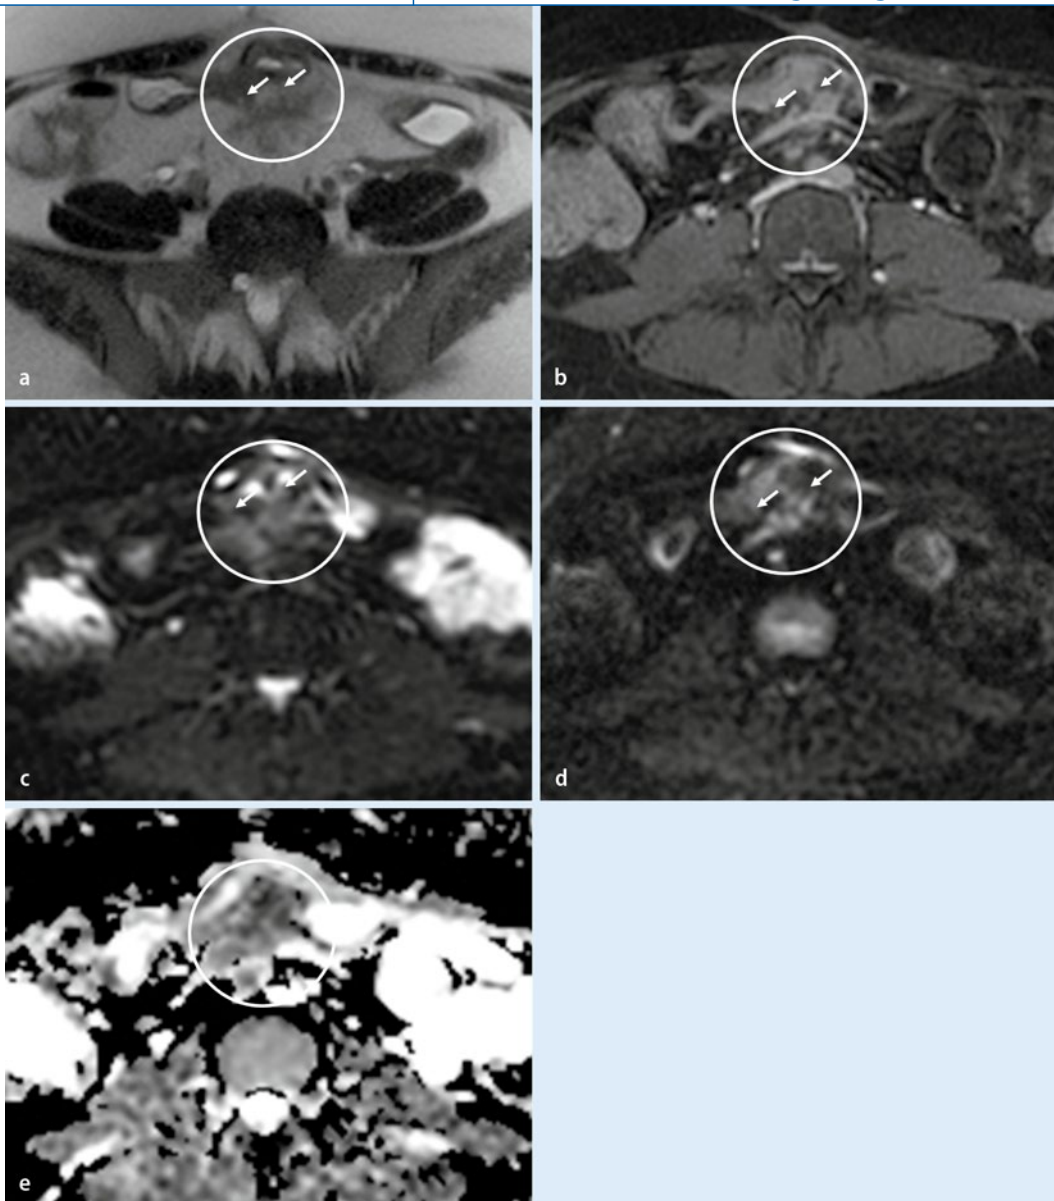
◀ MRT einer Patientin mit fistelndem, akutentzündlichem Morbus Crohn, T2-gewichtete SSFSE-Sequenz (a) ohne Fettsättigung. Akutentzündlich veränderte Dünndarmschlingen mit Wandverdickung (Kreis), Imbibierung des Fettgewebes und Verdacht auf Fistelbildung (Pfeile). In der kontrastmittelunterstützten T1-gewichteten Sequenz (b) deutliche Kontrastmittelaufnahme der benachbarten Darmschlingen (Kreis) und Nachweis einer Fistelbildung (Pfeile). Fistelbildung (Pfeile) sowie eingeschränkte Diffusion der entzündlichen Darmschlingen in der DW-MRT: Persistierend hohes Signal bei b-Werten von 0 (c) und 600 s/mm² (d) mit korrespondierendem, vermindertem Signal in der ADC-Map (e). SSFSE, „single-shot fast spin echo“, ADC, „apparent diffusion coefficient“
